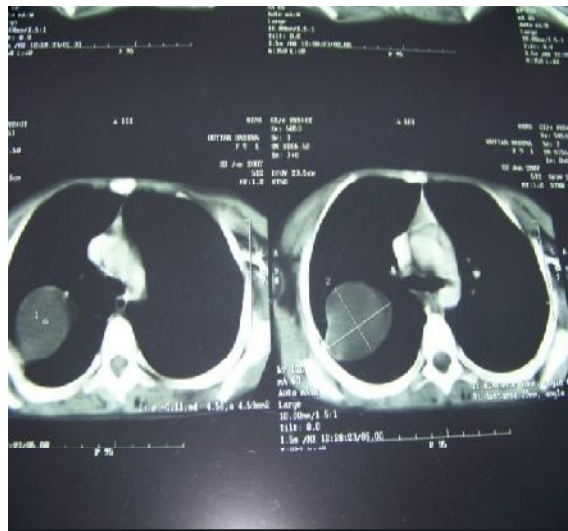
TDM thoracique montrant un KHP lobaire inférieur droit.
